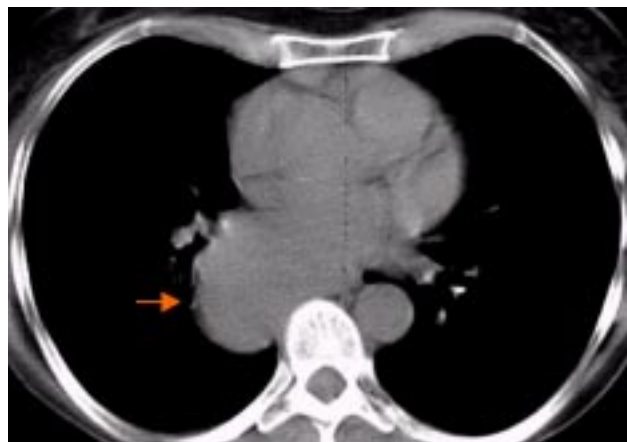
TC la flecha señala la masa mediastinal que produce abombamiento del recesso ácigo-esofágico.
